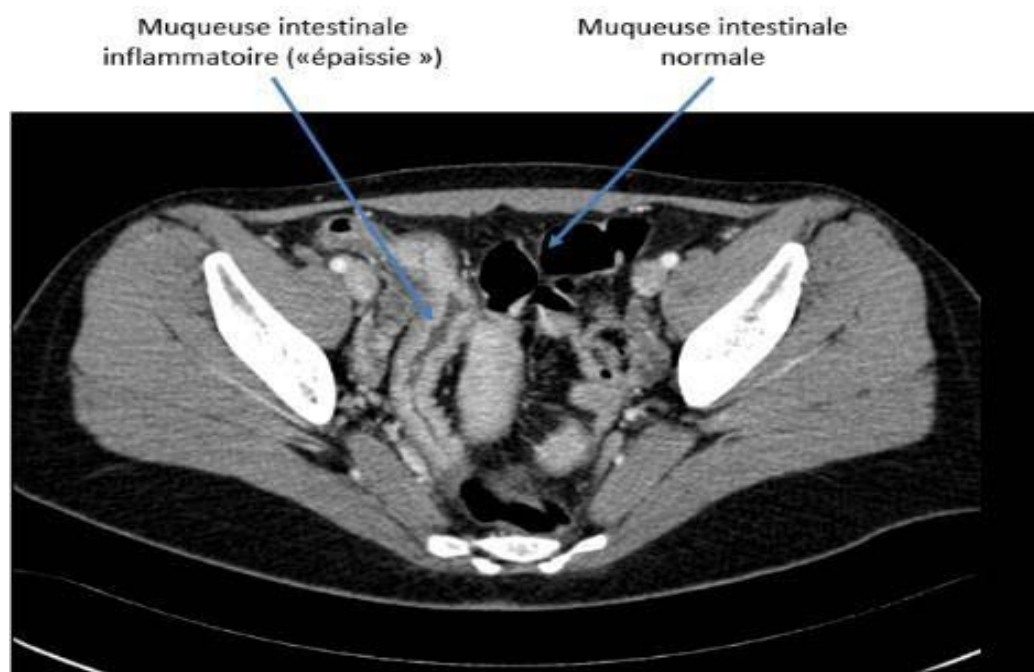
TDM abdominale C+ mettant en évidence l'aspect de maladie de Crohn [85]
